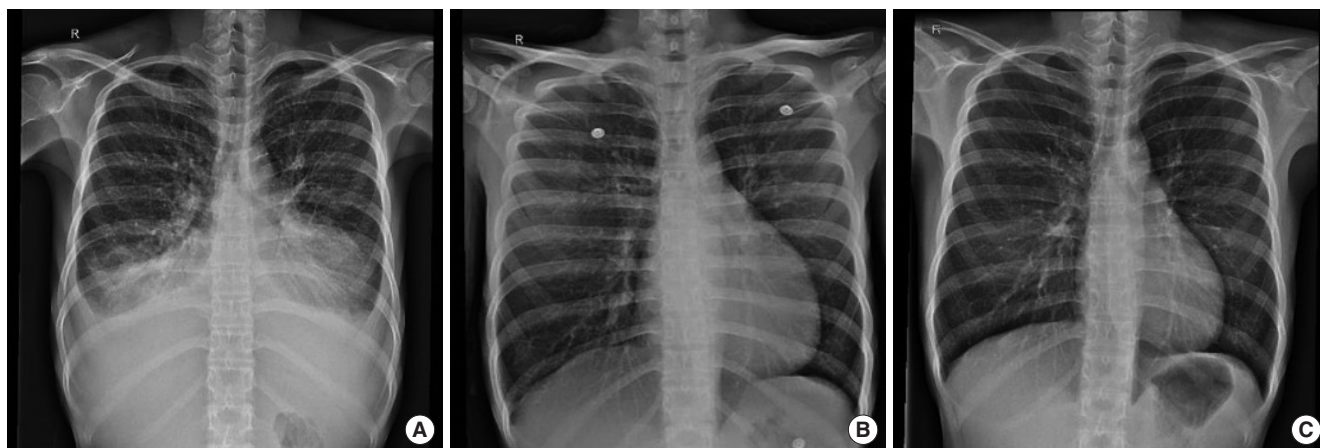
Chest radiographs before cyclophosphamide infusion (A), after the 1st cyclophosphamide infusion (B), and after the last infusion (C).
